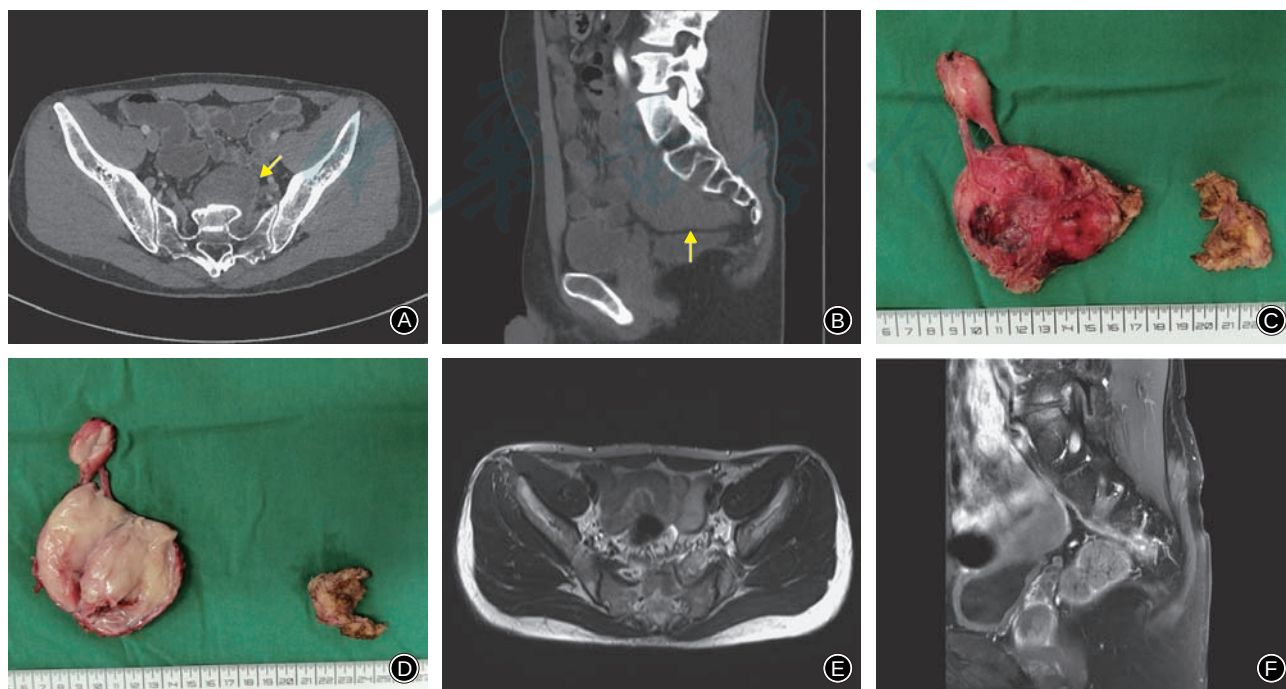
男, 32 岁, 节细胞神经瘤 A, B 术前 CT 横断面及矢状面重建片示骶前肿物(箭头所示)累及骶骨 C 术后标本(体外剖开, 正面观) D 术后标本(体外剖开, 背面观) E, F 术后 17 个月 CT 横断面及矢状面重建片示无复发迹象
